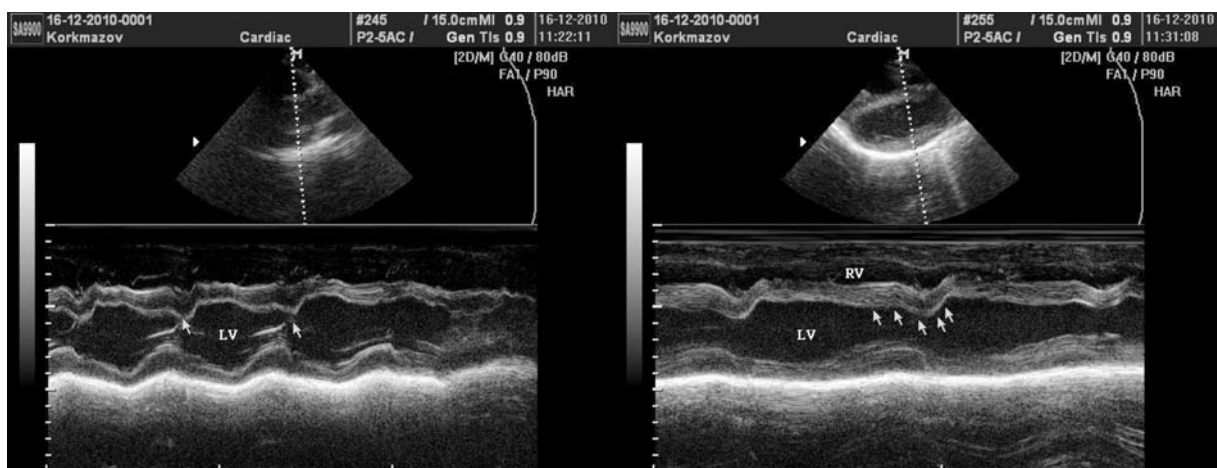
На эхокардиограммах, выполненных из парастерального доступа по короткой оси, визуализируется межжелудочковая перегородка с избыточной систолической экскурсией (отмечено стрелочками), составившей 11,0–12,0 мм (в норме систолическое перемещение межжелудочковой перегородки не должно превышать 5,0–8,0 мм). Отмечается запаздывание систолического движения межжелудочковой перегородки. В данном случае она сокращается значительно позже сегментов задней стенки левого желудочка. Конечный диастолический размер правого желудочка (RV) значительно уменьшен
